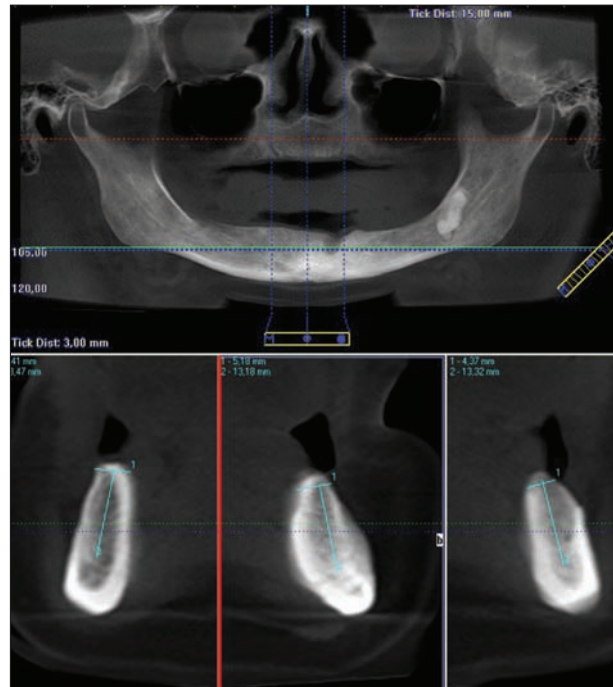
The height of both the maxillary and mandibular alveolar processes was extremely reduced in a 43-year-old patient with epilepsy (CBCT)
